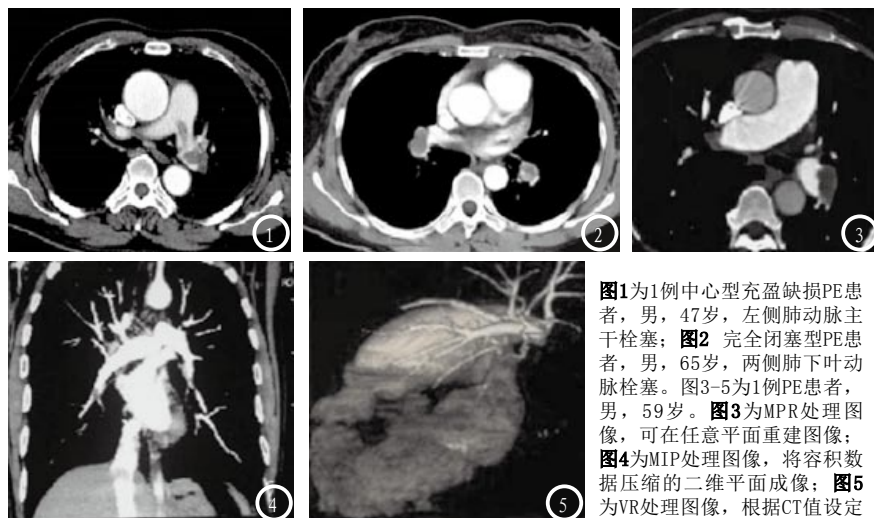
图1为1例中心型充盈缺损PE患者,男,47岁,左侧肺动脉主干栓塞;图2 完全闭塞型PE患者,男,65岁,两侧肺下叶动脉栓塞。图3-5为1例PE患者,男,59岁。图3为MPR处理图像,可在任意平面重建图像;图4为MIP处理图像,将容积数据压缩的二维平面成像;图5为VR处理图像,根据CT值设定
